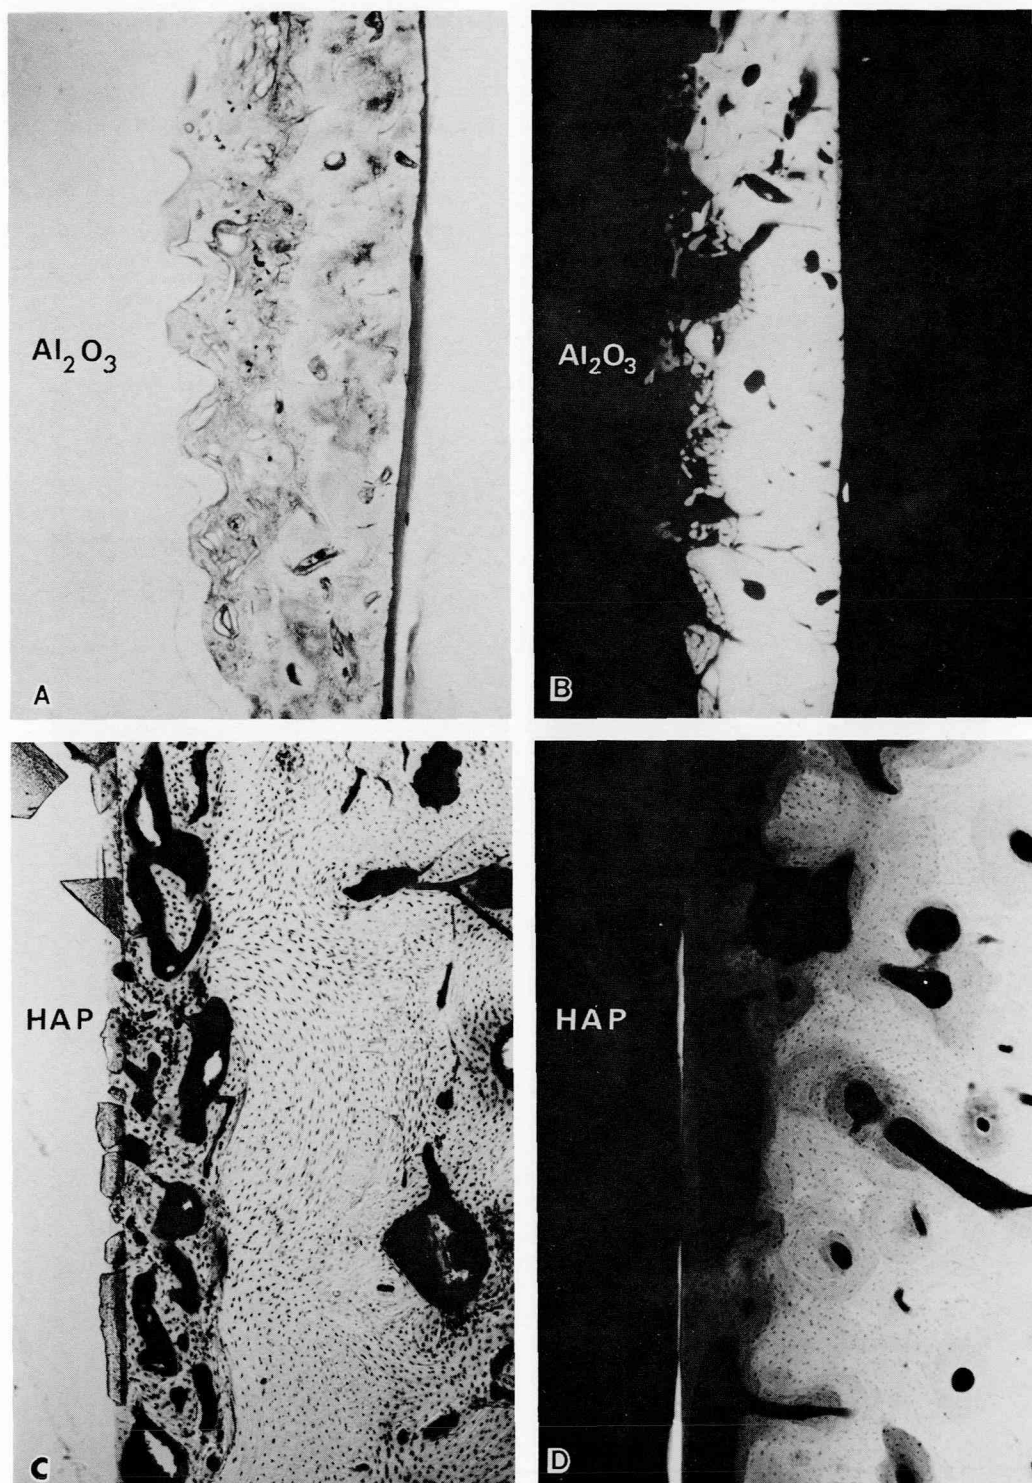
酸化アルミナセラミックスインプラント挿入後3カ月（A, B）およびハイドロキシアパタイトセラミックスインプラント挿入後1カ月（C, D）の光顕像と microradiograph
